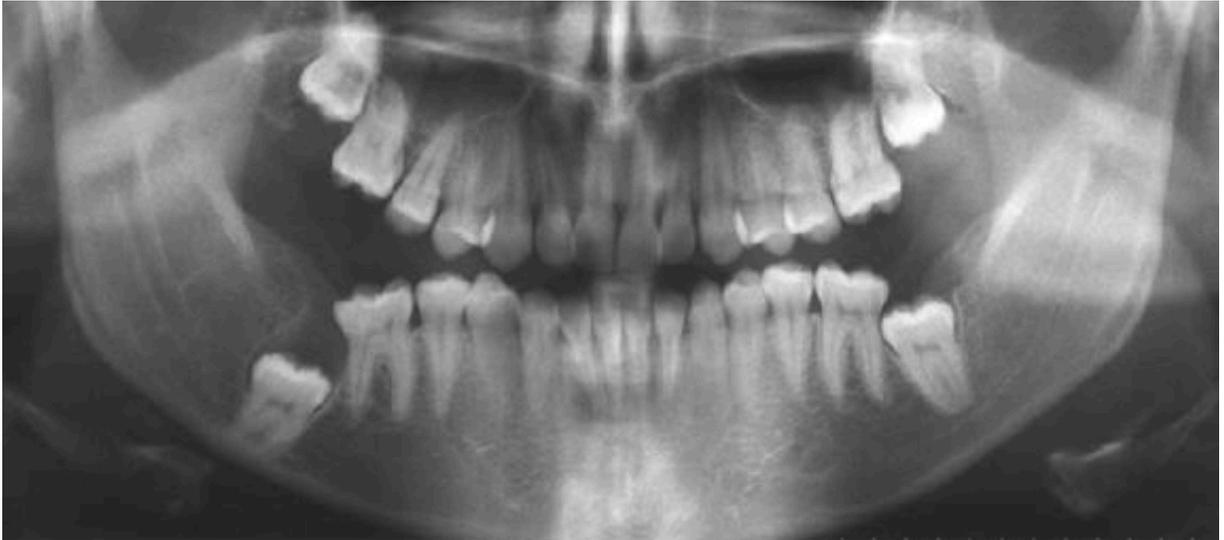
Radiographie panoramique illustrant l'échec d'éruption de la dent 47 malgré un chemin d'éruption libre (55).
